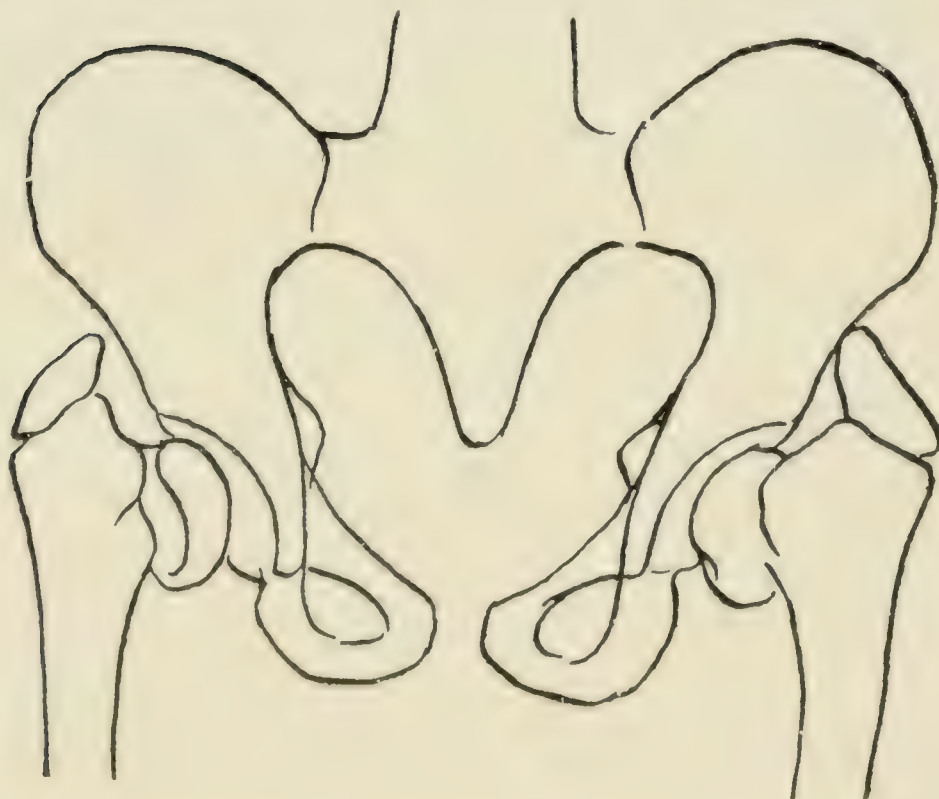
Skizze der Radiographie von Fig. 1134.
